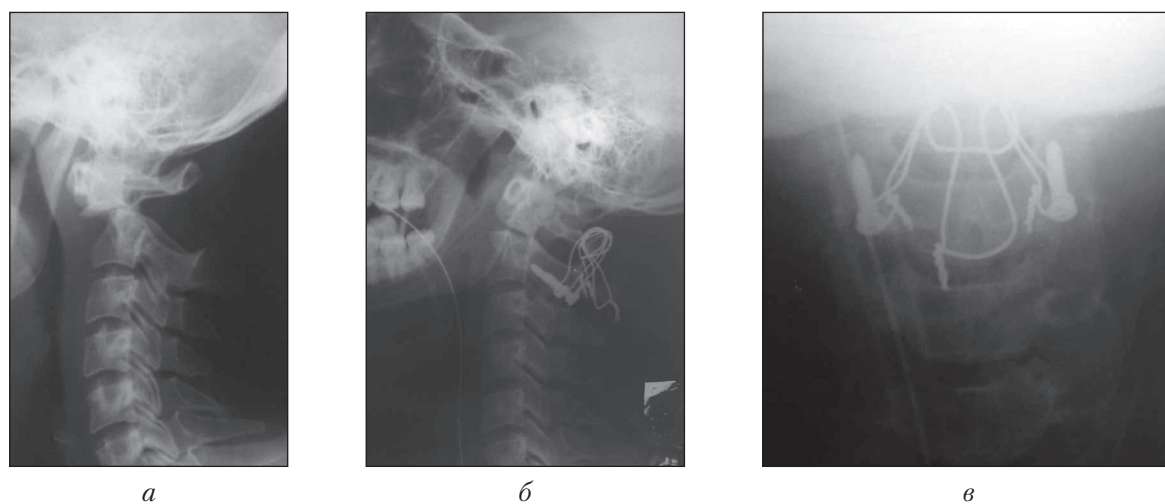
Фотоотпечатки рентгенограмм больного С:
